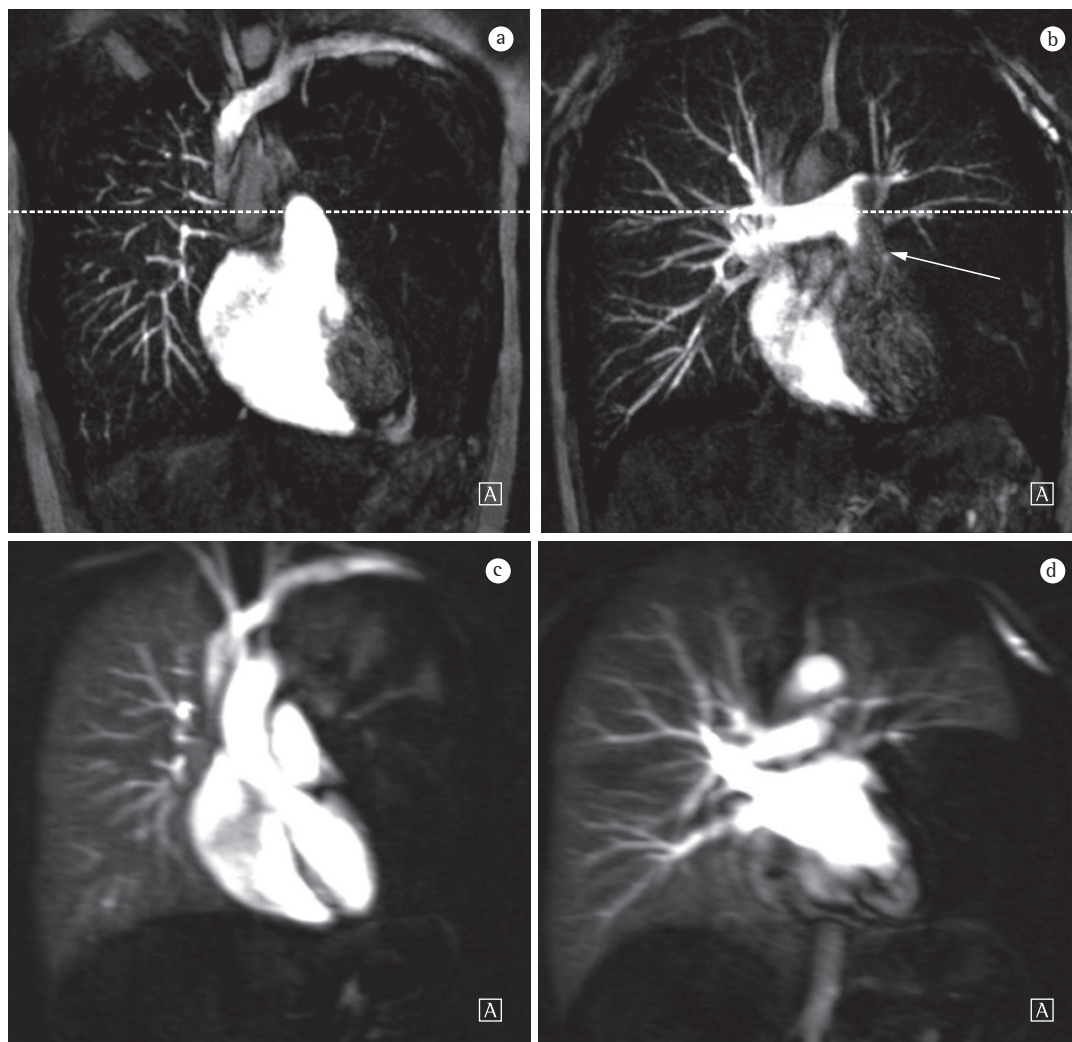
Em A e B, angiografia por ressonância magnética coronal de alta resolução espacial com contraste mostrando uma área avascular no pulmão esquerdo (A) e falha de enchimento na artéria pulmonar esquerda (B, seta). Em C e D, imagem de ressonância magnética de perfusão pulmonar no mesmo nível mostrado em A e B. O defeito de perfusão no lobo esquerdo pode ser visto como um sinal indireto de obstrução vascular central.
